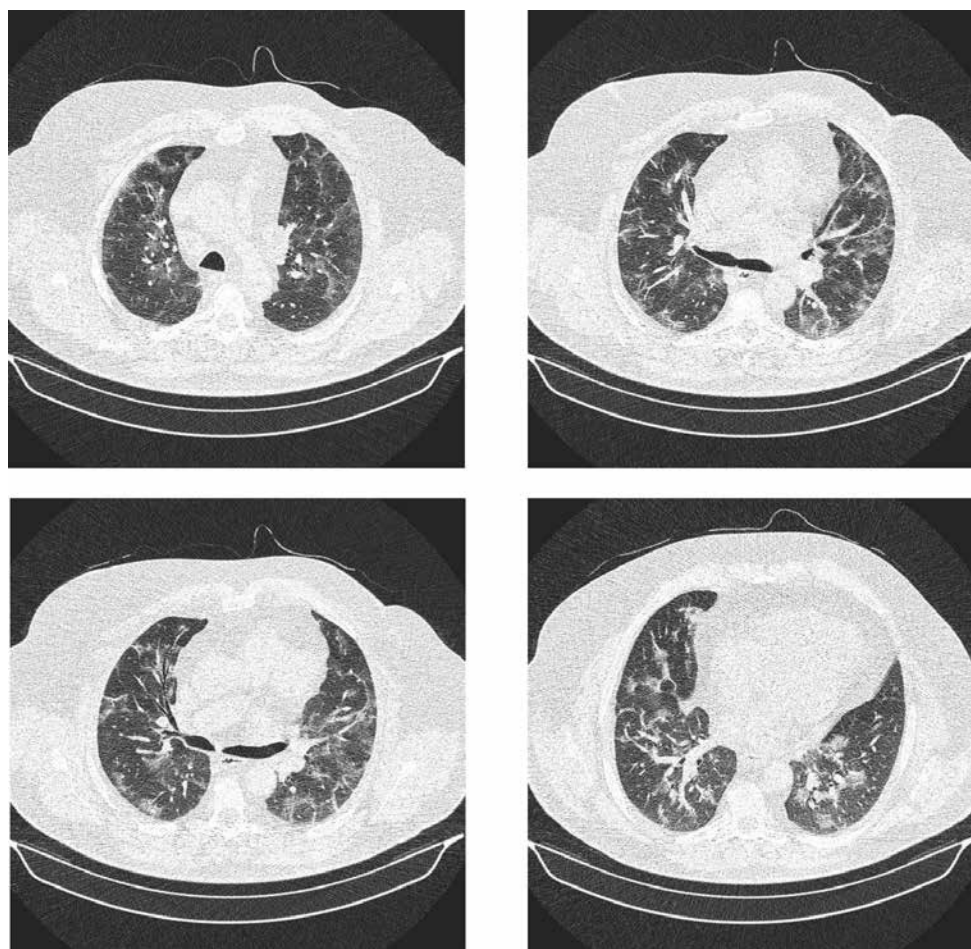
Całkowita objętość obszarów gorszej powietrzości mięszu (matowej szyby i konsolidacji) w obu płucach wynosiła około 1305 ml, co stanowiło ok. 39% objętości mięszu. Objętość skonsolidowanego mięszu stanowiła około 12,7% całkowitej objętości płuc, czyli około 421 ml (analiza dokonana za pomocą CT pneumonia analysis/Siemens Healthineers). Dominujące zmiany zlokalizowane były w płacie dolnym płuca lewego, gdzie ograniczenie powietrzości sięgało 51%, oraz w płacie dolnym płuca prawego i górnym płacie lewego, gdzie ograniczenie powietrzości wynosiło odpowiednio 45,3% oraz 44,6% (dzień 2)
